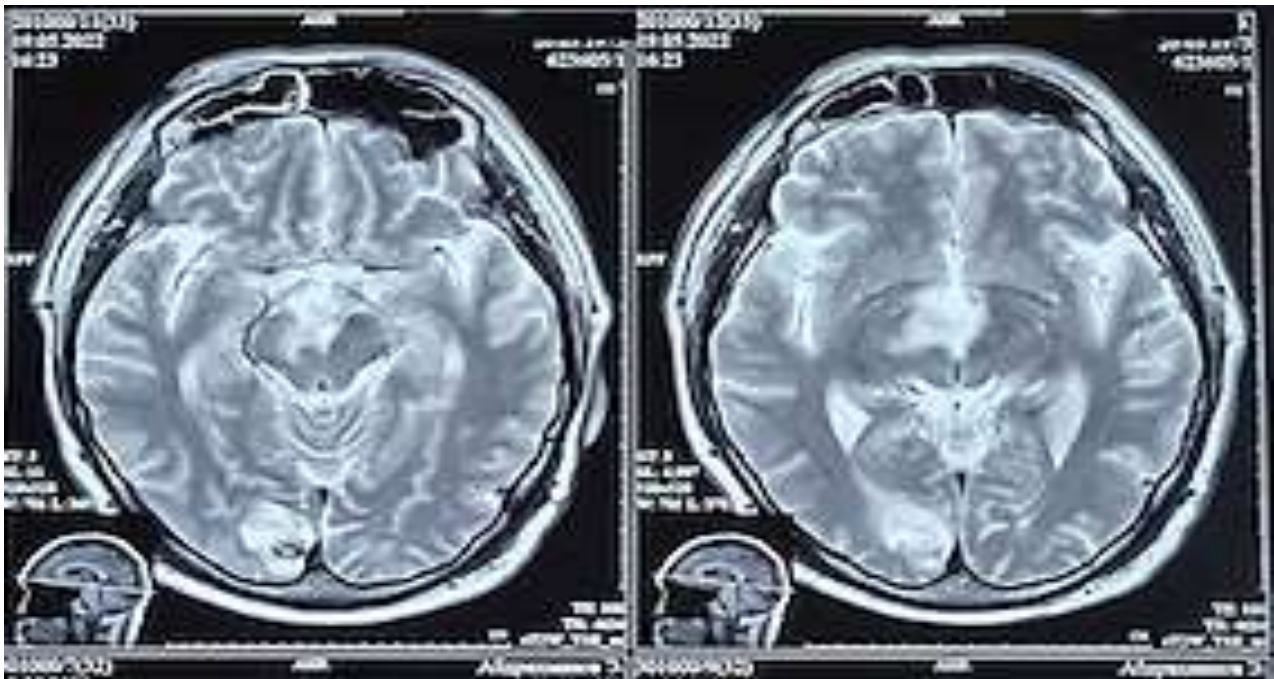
МРТ больного А. В таламусах, левой гемисфере мозжечка и затылочной доле правого полушария головного мозга определяются очаги с неоднородно гиперинтенсивным МР-сигналом. Мелкие очаги Т2 просвечивания в лобных долях, височной доле справа и затылочной доле слева
